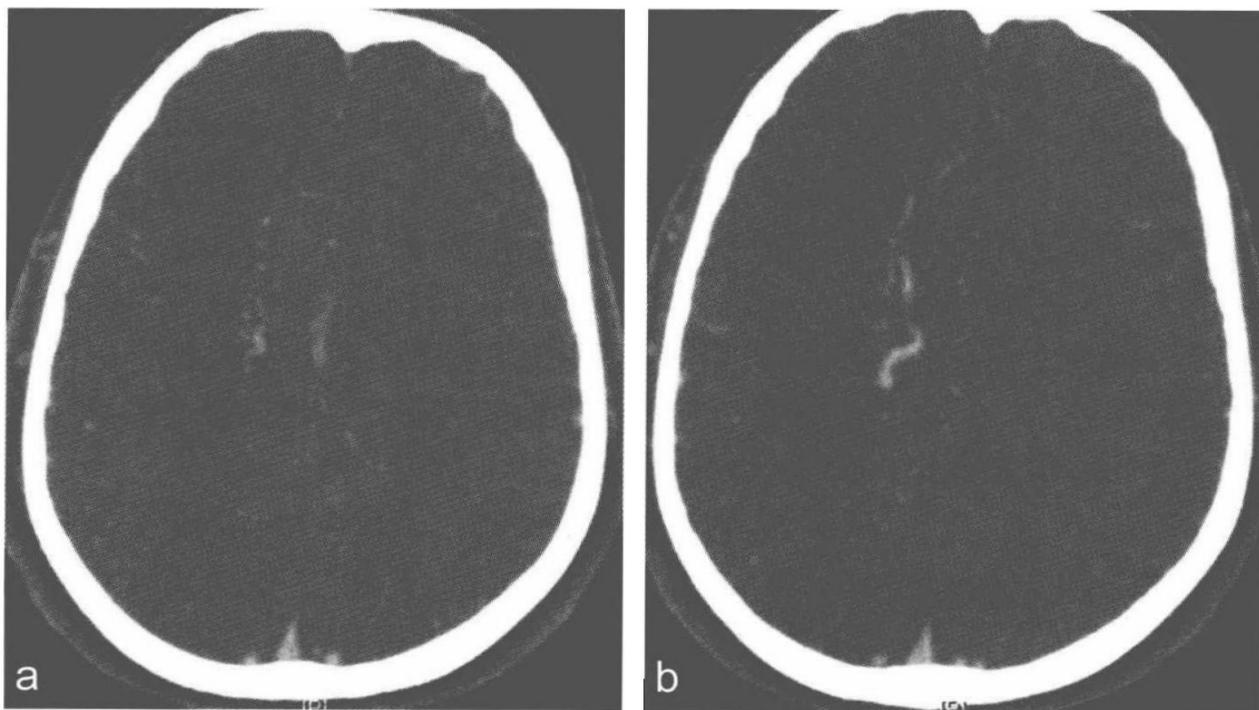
b 增强CT显示典型的具有髓质静脉的DVA (a)。引流汇集静脉在脑中的走行 (b)
